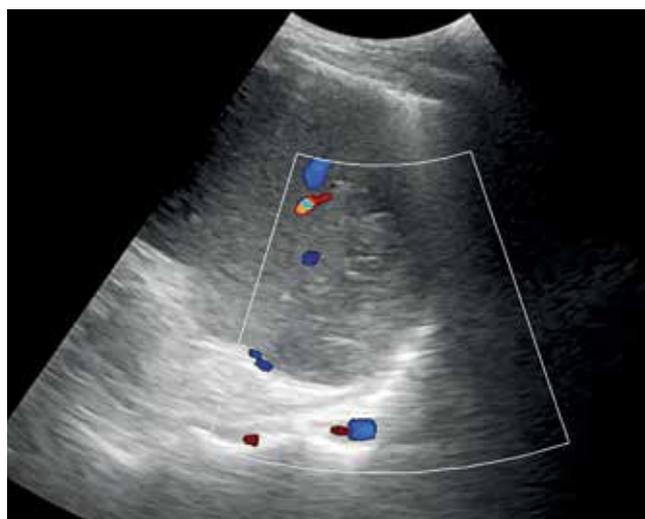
УЗ-томограмма селезенки. Инфаркт селезенки после гастрэктомии в режиме ЦДК
